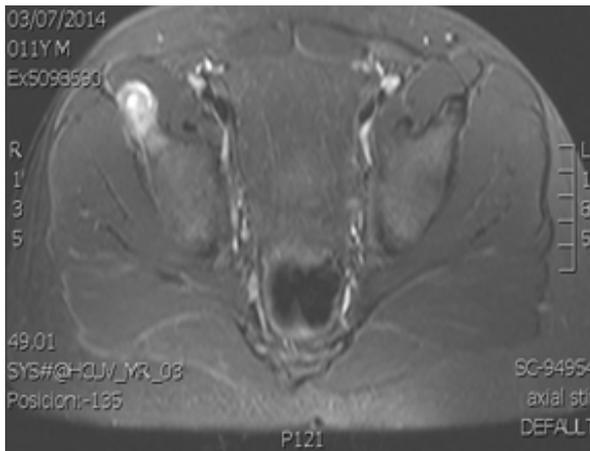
Imágenes de cortes axial y coronal de resonancia magnética en secuencia STIR. Obsérvese la lesión ósea ocupante de espacio en la espina ilíaca anteroinferior con rotura de cortical y edema perilesional.
